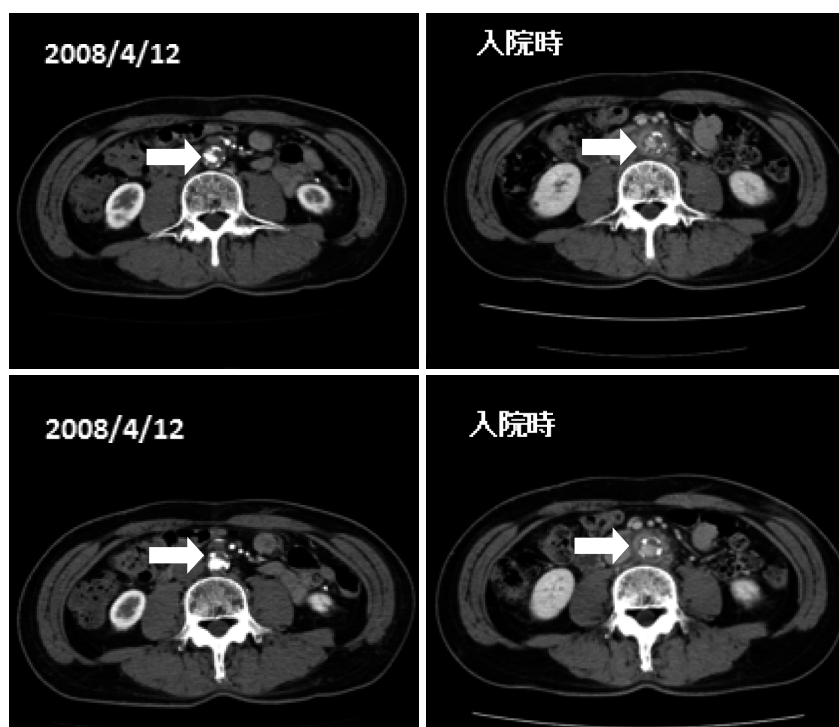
入院時CT (2008年4月12日との比較).
